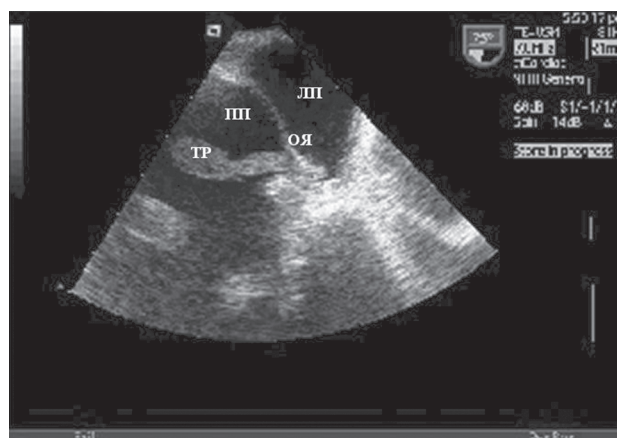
Чреспищеводная эхокардиография. Тромбы в правом предсердии с фиксацией в области овальной ямки. ТР – тромб, ОЯ – овальная ямка, ПП – правое предсердие, ЛП – левое предсердие
